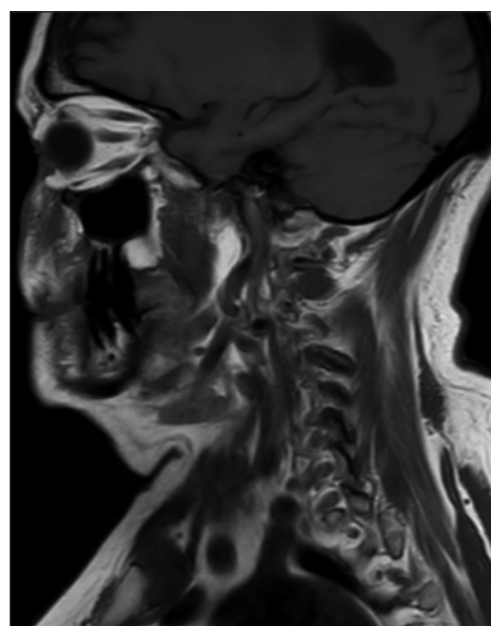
Corte sagital de RMN: lesión subcutánea en región nasomalar izquierda, con extensión hacia la cortical del seno maxilar y hueso alveolar del segundo cuadrante, sin evidencia clara de infiltración orbitaria pero próxima al saco lagrimal.
